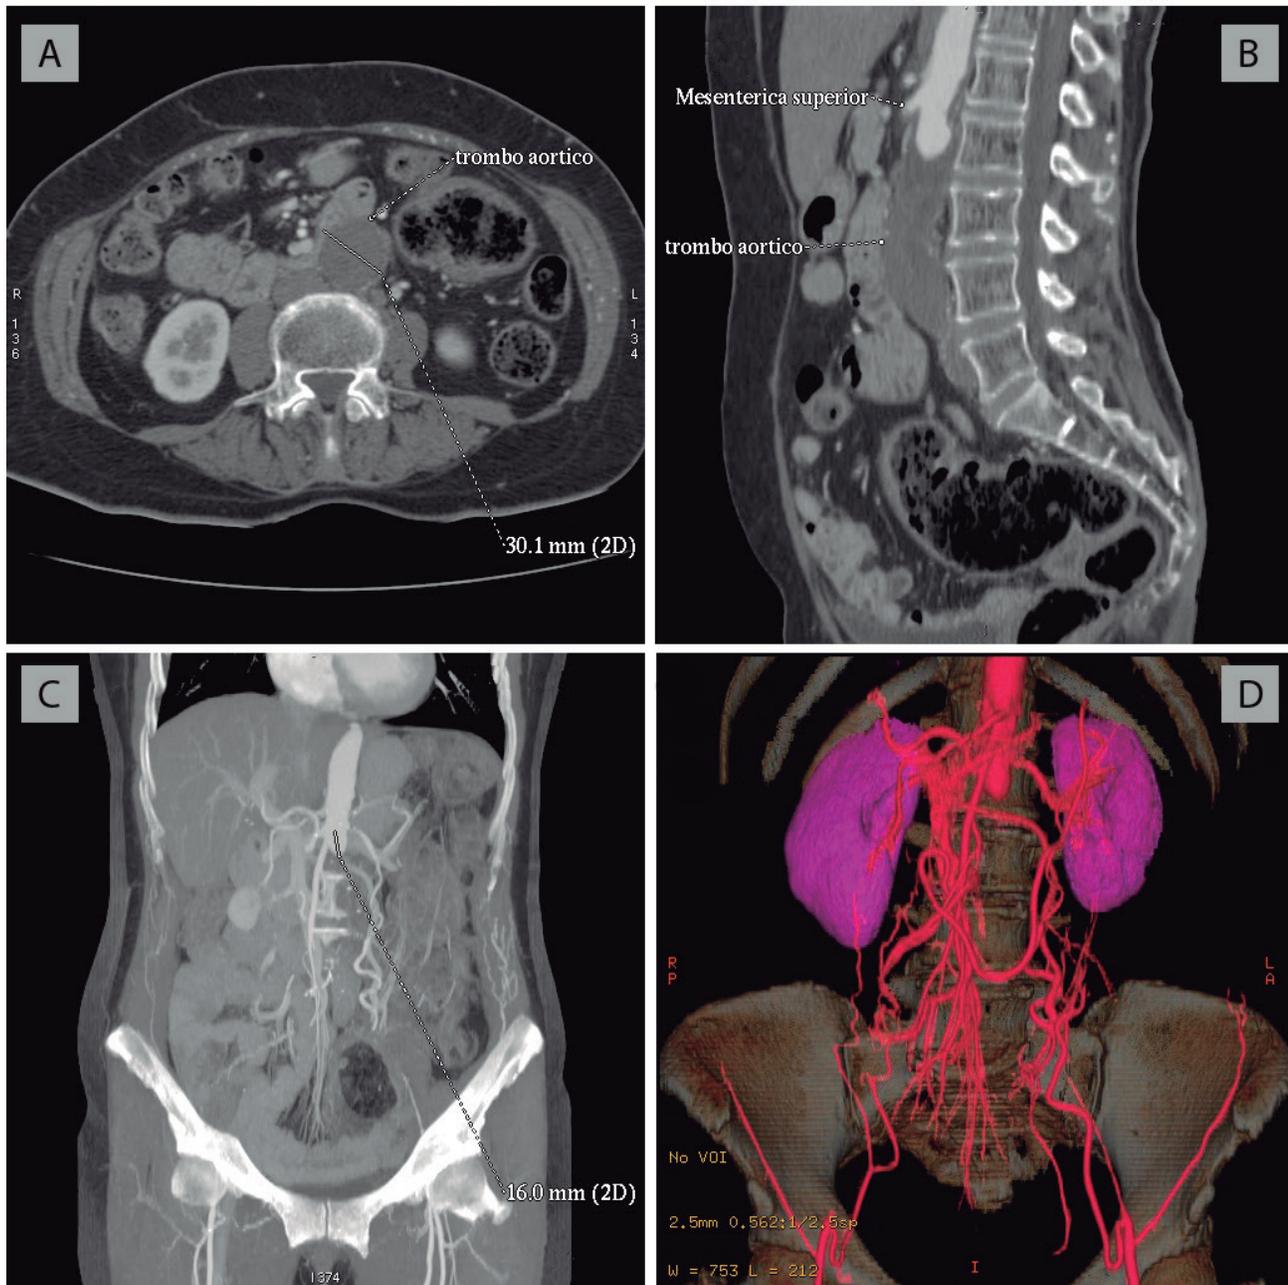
Angiotomografía de aorta. A Corte axial. B Corte sagital: nótese un trombo a nivel de la aorta abdominal a la altura del cuerpo vertebral L3. C Trombo oclusivo completo que se extiende por debajo de las arterias renales, bifurcación ilíaca con oclusión completa de ilíaca superficial y profunda. D Reconstrucción de la Angio 3D donde se visualiza la reperusión a través de vasos colaterales.
